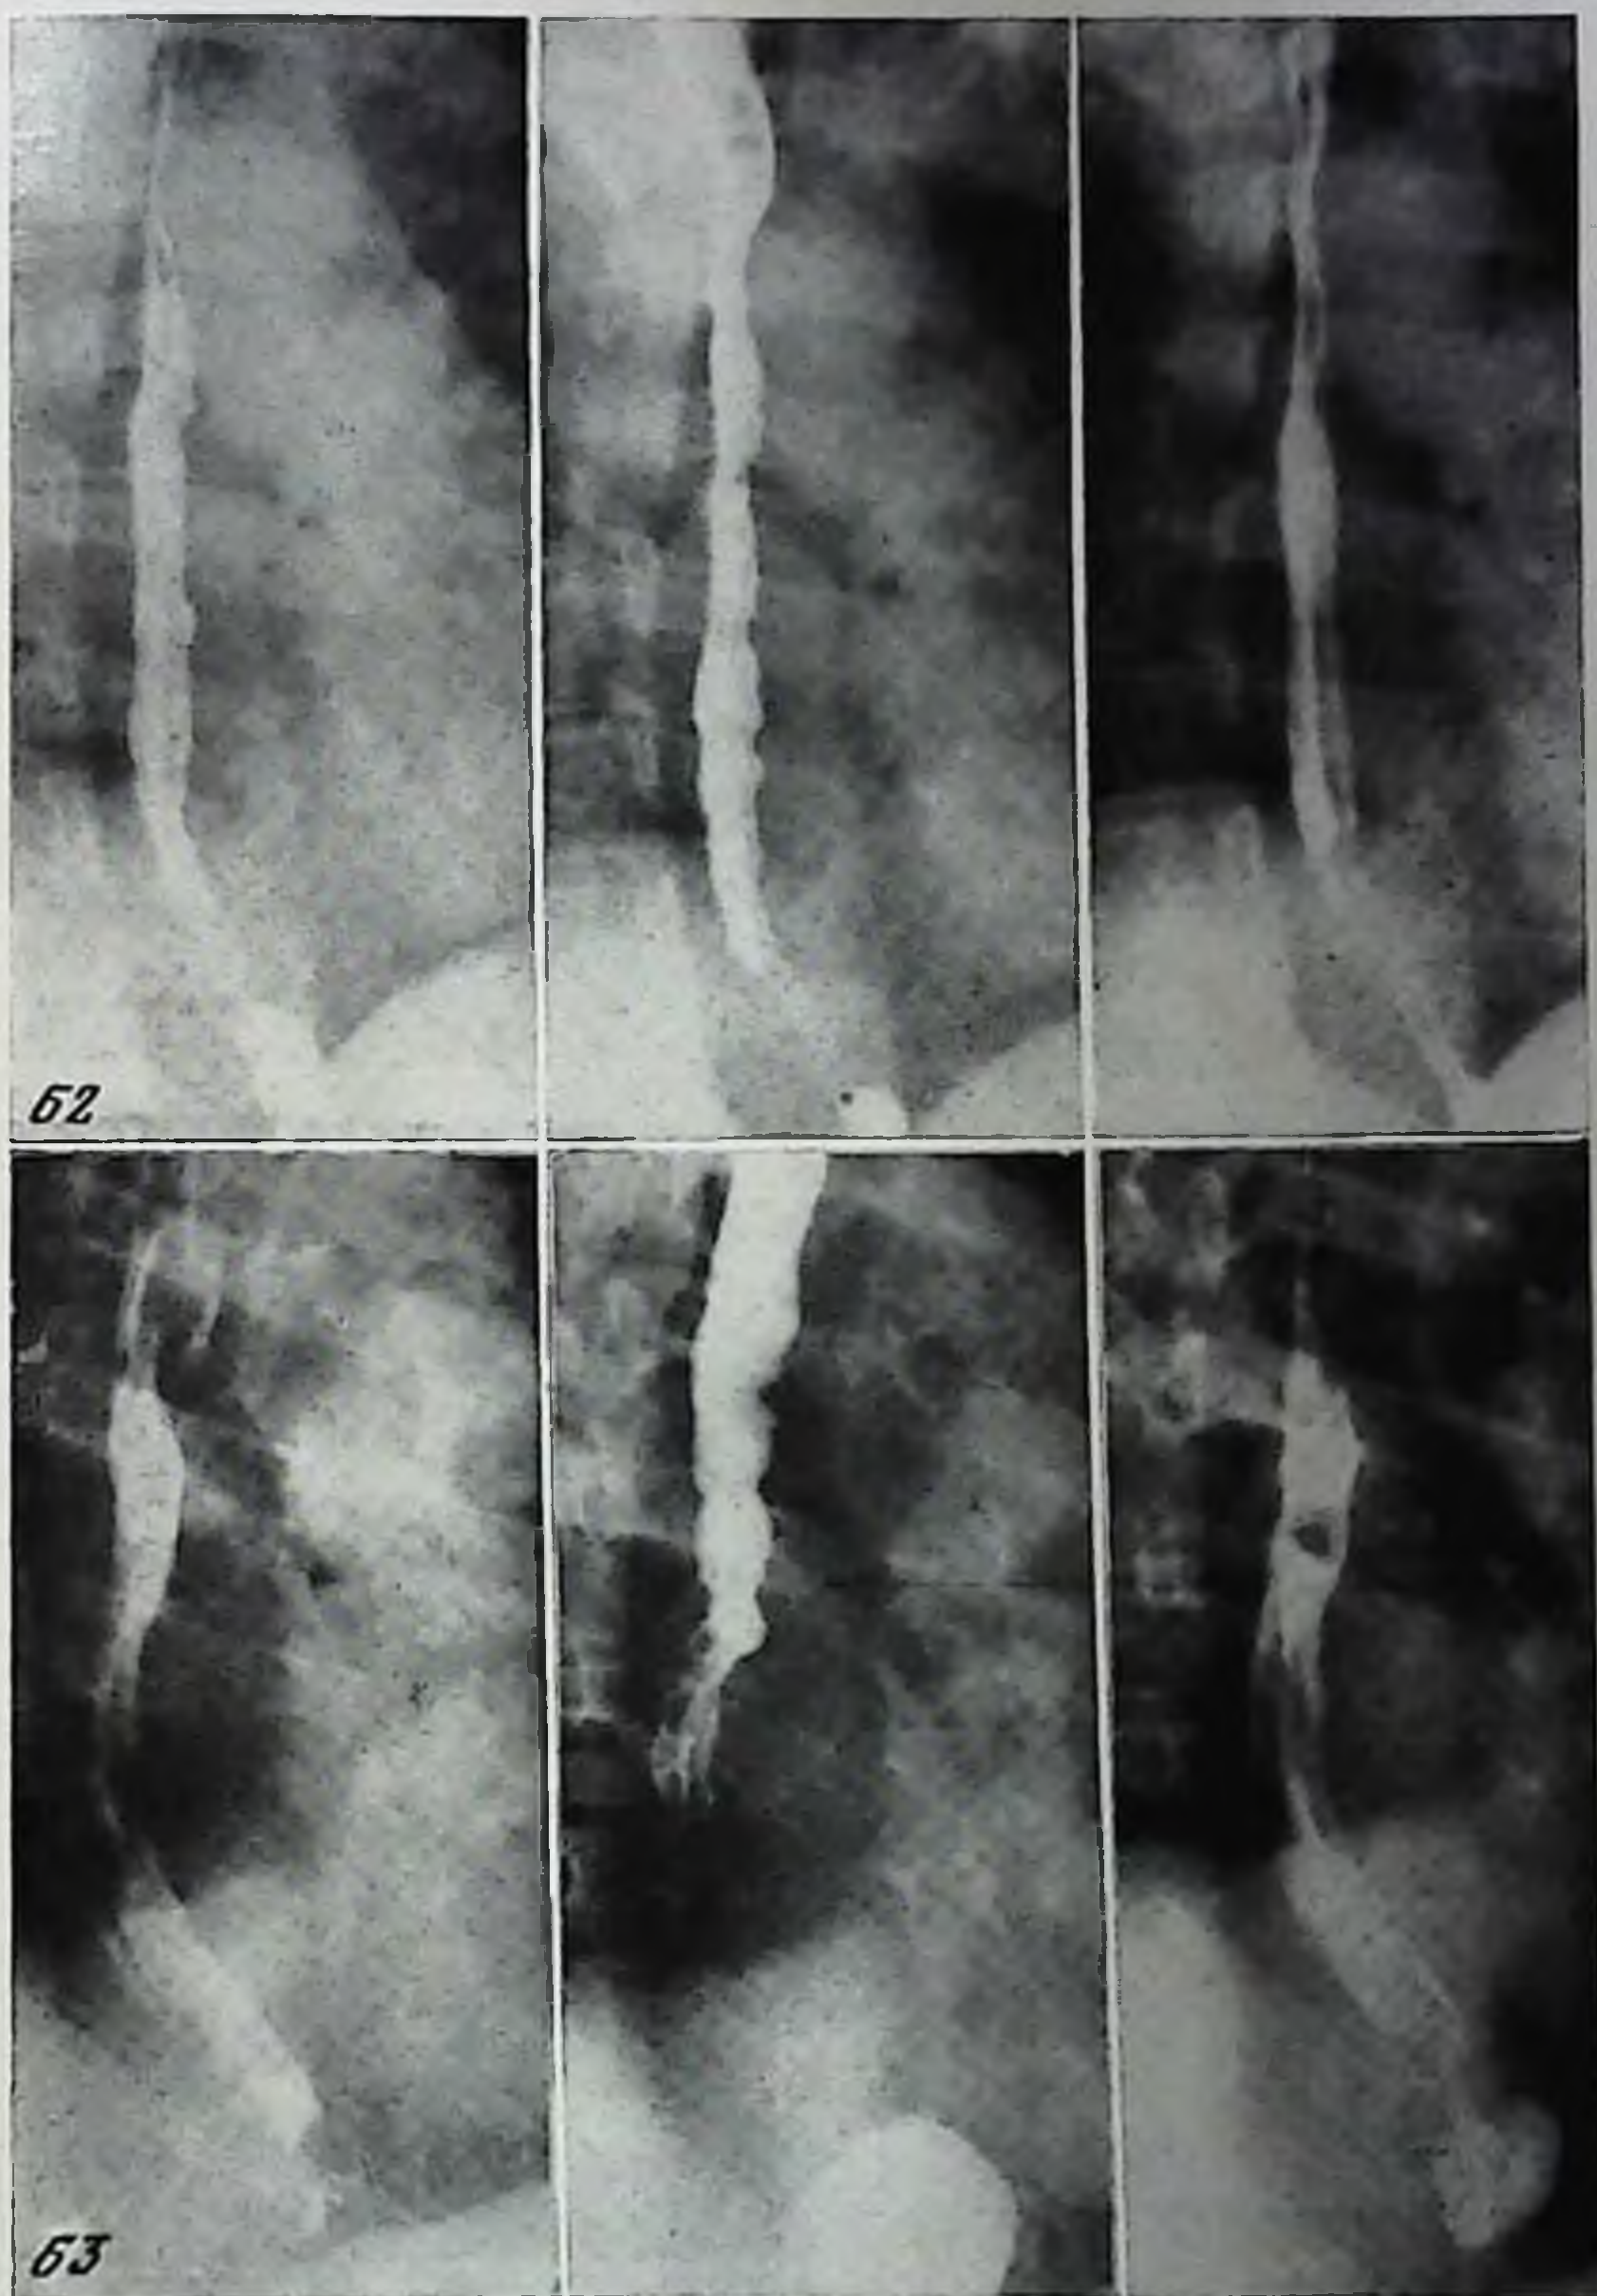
Рентгенограммы пищевода больной Ч. Эзофагоспазм I степени
